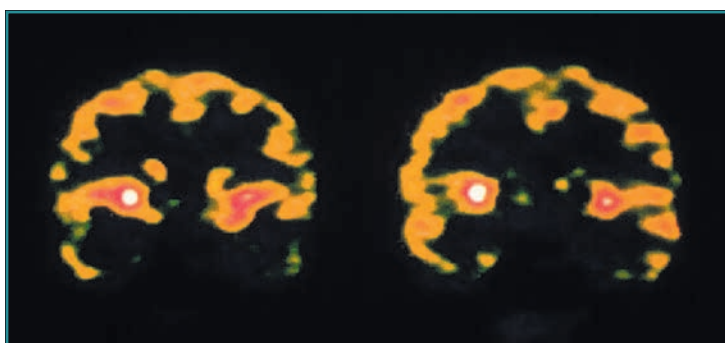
PET de un paciente esquizofrénico con síntomas psicóticos.
